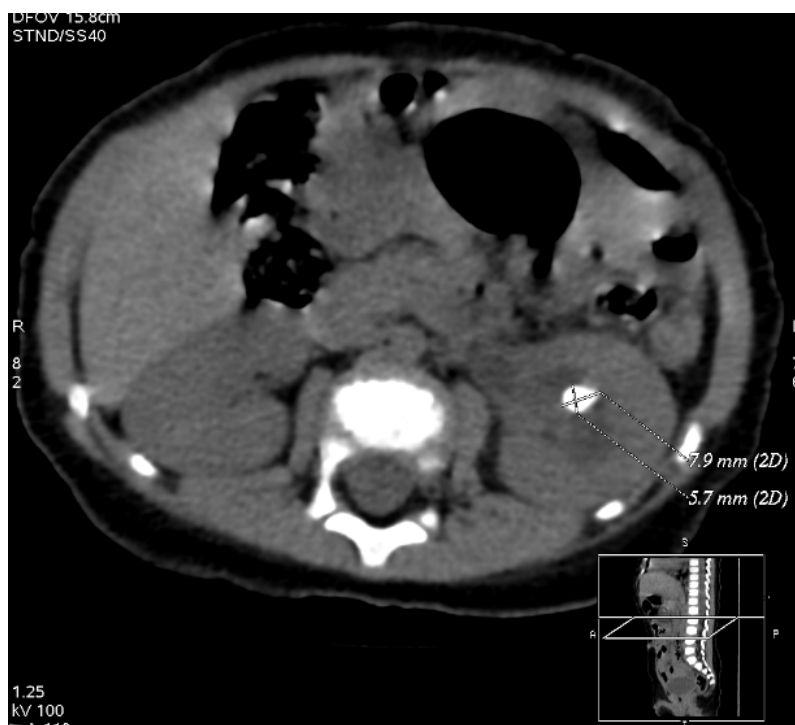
КТ мочевыводящей системы (камень левой почки) (Из фотоархива отделения урологии НЦПДХ)
